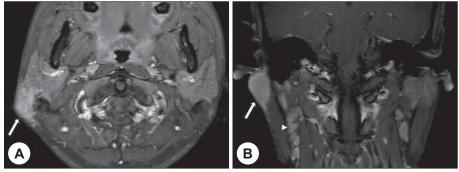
A and B: Preoperative Gadolinium enhanced MRI(T1WI) show slightly enhanced mass in the right postauricular region(arrows). B: Multiple enlarged cervical lymph nodes were noted(arrow head).
